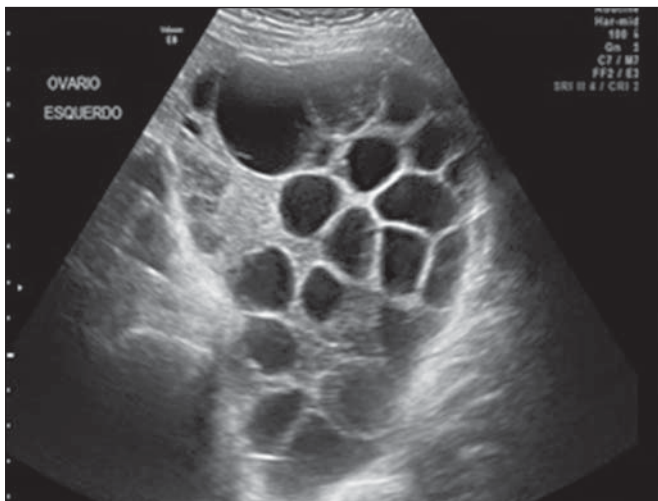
Ultrassonografia pélvica mostrando volumoso cisto tecaluteínico em paciente com mola hidatiforme completa.
